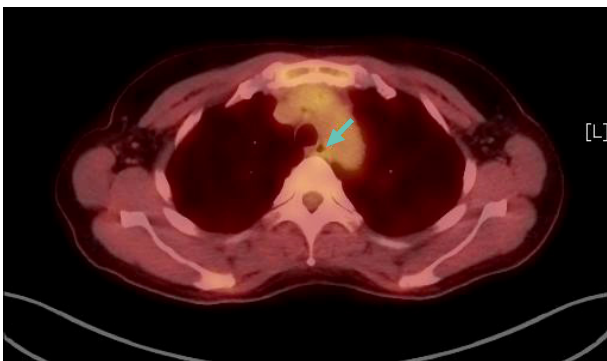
PET-CT finding. The PET-CT showed a focal abnormal uptake in the upper part of the thoracic esophagus (arrow). This was thought to be the biopsy site rather than a malignant lesion.
